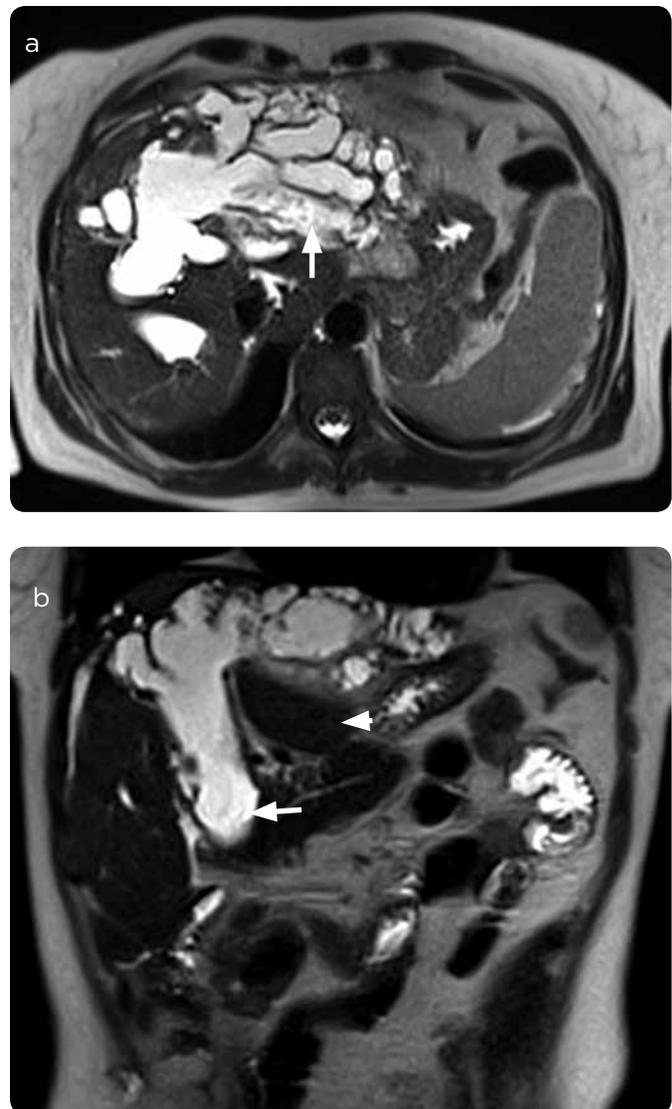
a) RM axial y b) coronal, información T2 HASTE. Dilatación fusiforme de la vía biliar intrahepática, de predominio en el lóbulo hepático izquierdo que se encuentra atrofiado (flecha en a). Dilatación del colédoco (flecha en b), hipertrofia compensadora del lóbulo caudado (cabeza de flecha en b).
